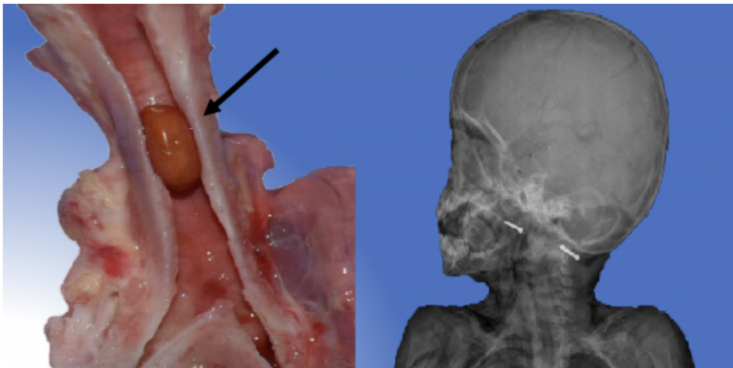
Presencia de cuerpo extraño, una semilla de frijol crudo, obstruyendo la tráquea (flecha) Figura 1B: Radiografía post mortem de barrido que no reveló la presencia del cuerpo extraño. Fuente: Revista de Ciencias Forenses de Honduras, 2020, 6(2), ISSN: 2412-8058 / 2413-1067
